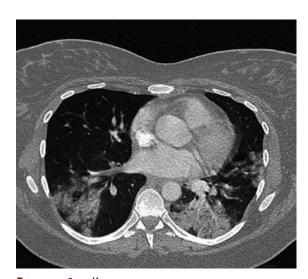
Компьютерная томограмма показывает инфильтрацию и участки уплотнения легких при пневмоните H_1N_1 .
